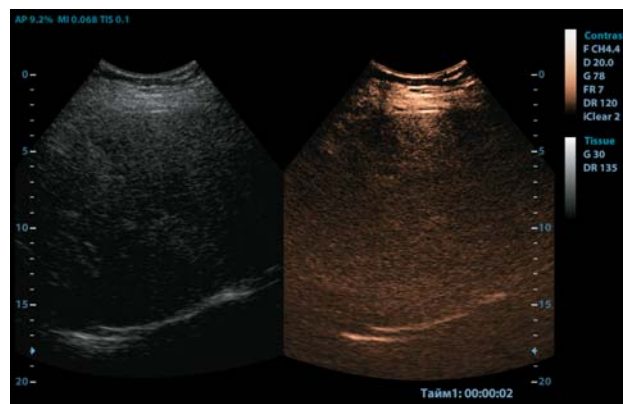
КУУЗИ печени. Фоновый шум при неправильно установленном усилении. Собственное наблюдение.
